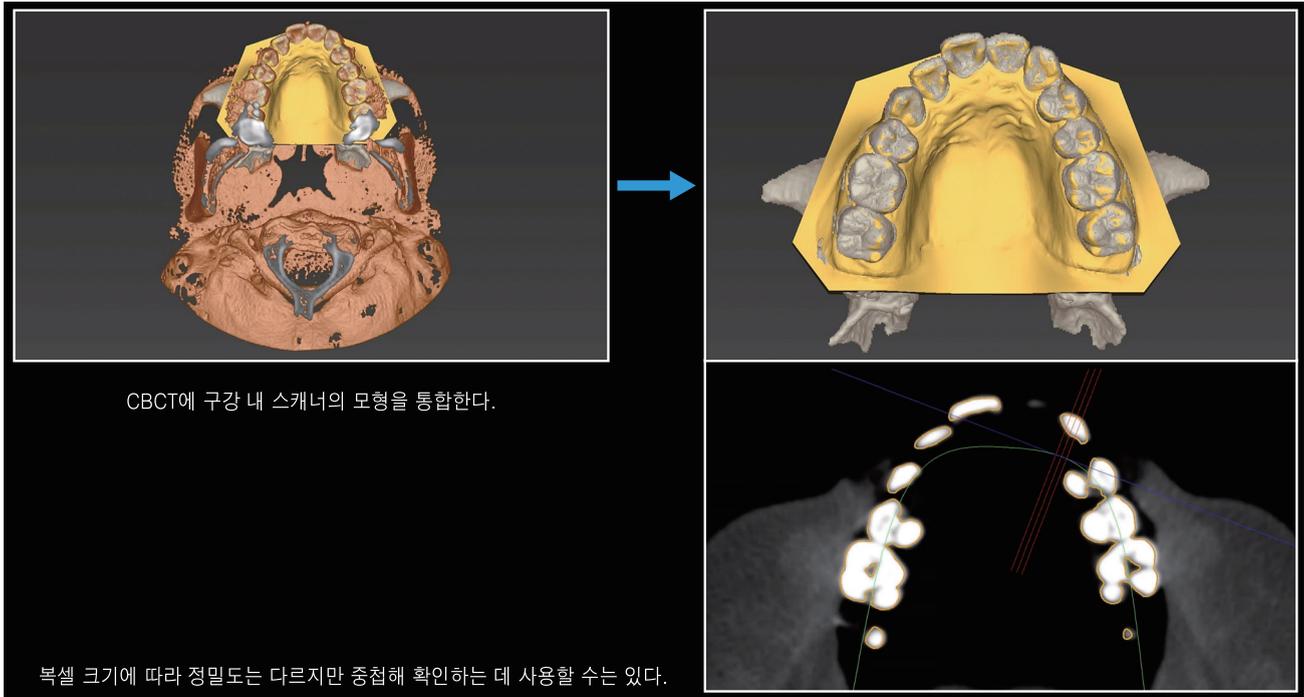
구강 내 스캐너 데이터와 CBCT를 통합해 변형이 있는지 확인할 수 있다는 점도 디지털의 장점이다.
